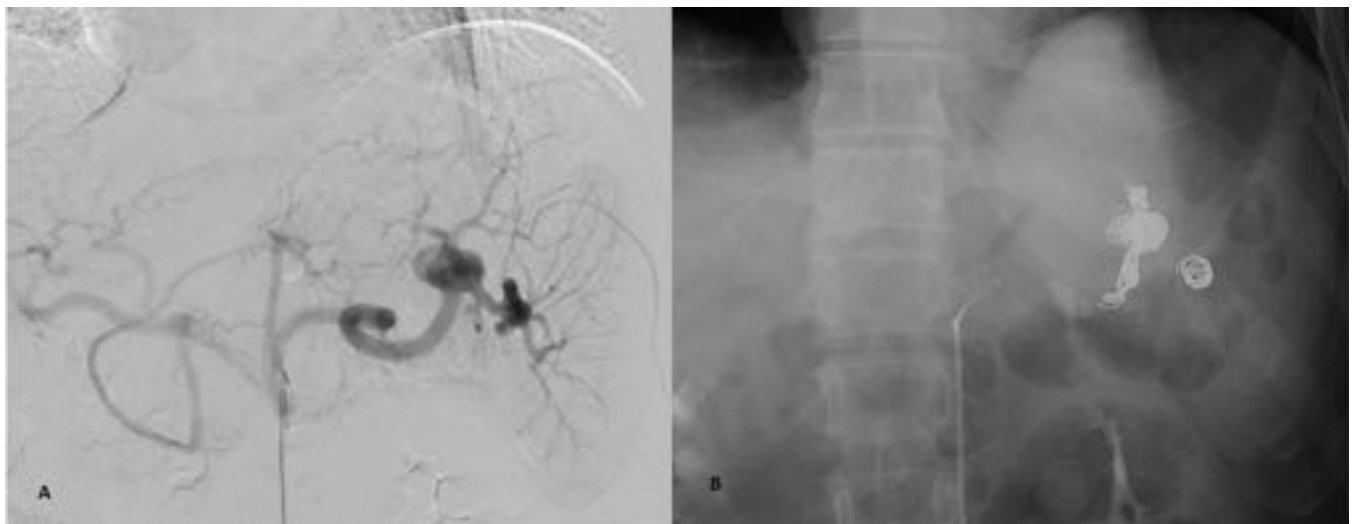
Fig 10A: Angiografía con sustracción de tronco celíaco, que muestra dos aneurismas de arteria esplénica; uno en tercio distal, y otro hiliar. Fig 10B: Radiografía simple del mismo paciente, que muestra las espirales de sendos aneurismas tratados mediante técnica combinada y técnica de “packing”, respectivamente.
